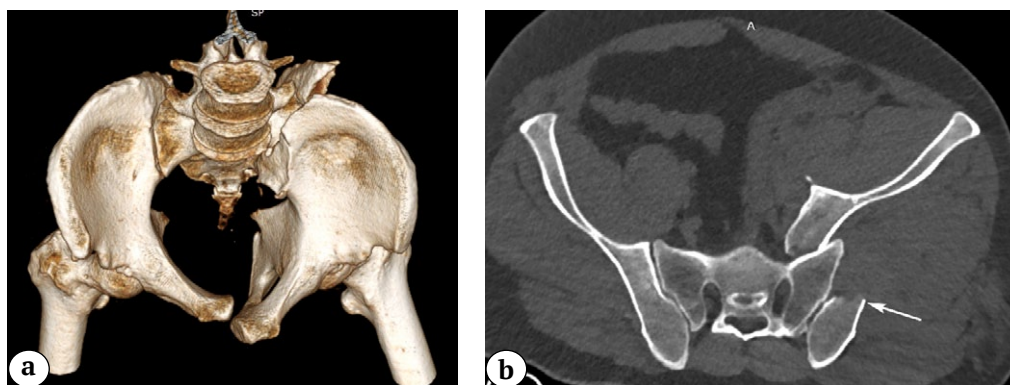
3D-CT image reconstruction of the pelvis in the inlet view (a); 2D-CT image reconstruction of the pelvis in the axial view. Displacement of the fragments in the SIJ is greater than 1 cm. The arrow shows the level of the fracture of the iliac base in relation to the CPS, type II according to A. Day (b)
